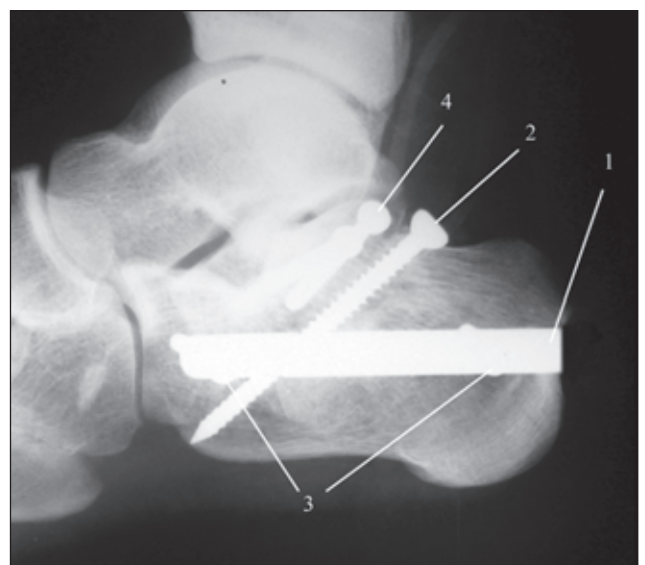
Фотокопія рентгенограми ПК у боковій проекції після МОС блокуванням стрижнем: 1 — ВС; 2 — косий блокуючий гвинт; 3 — два блокуючих гвинта у горизонтальній площині; 4 — міжфрагментарні гвинти для армування задньої суглобової фасетки ПК
